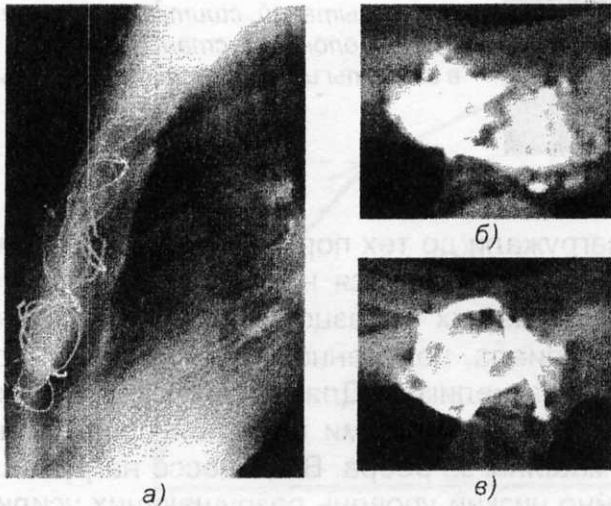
Пример сшивания грудины лигатурой из титановой проволоки: а – послеоперационный рентгеновский снимок, б и в – томография через два месяца (б – диастаз между фрагментами грудины, в – прорезывание кости лигатурой)
